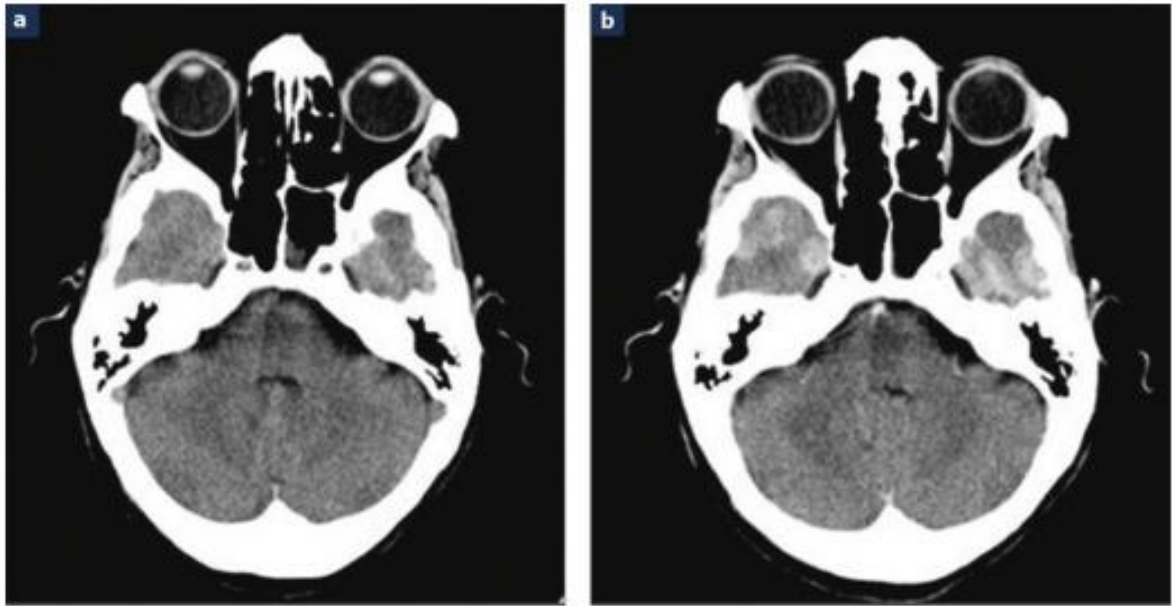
[74] TDM cérébrale chez une femme de 55 ans
